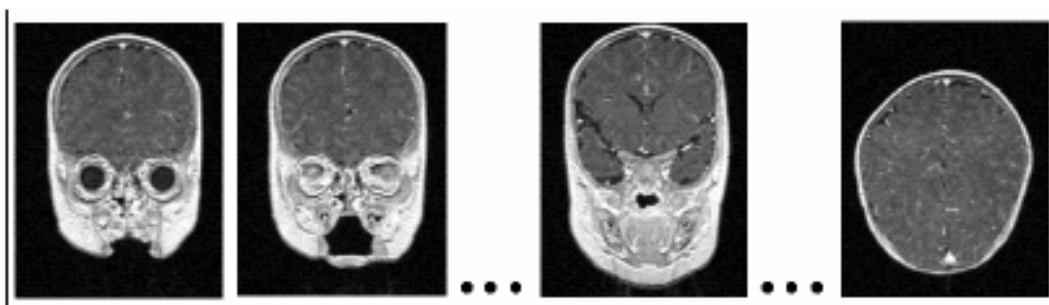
Aneinanderreihung von vielen einzelnen MRT-Bildern zu einer Sequenz, die die Grundlage zur späteren Filmerzeugung darstellt.
